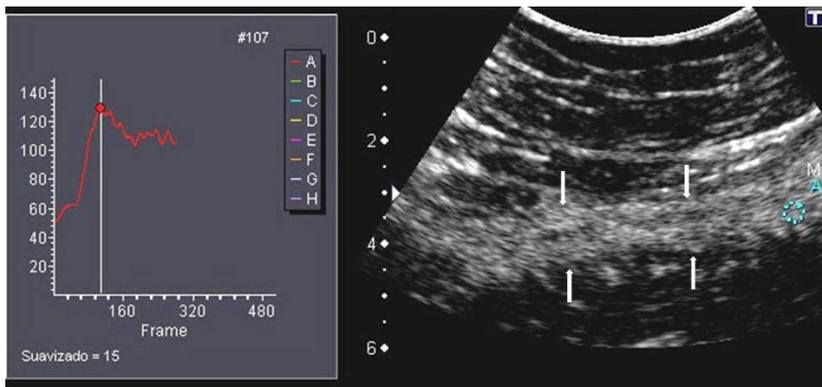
Ecografía con contraste iv. en segmento de colon descendente de paciente con EC. Se aprecia aumento de la señal tras el realce en la pared (entre flechas) y se muestra la posición del ROI (A) en el espesor de la pared. En la curva tiempo-intensidad queda representado la variación del brillo o intensidad de la región seleccionada (porción horizontal del eje) a lo largo del tiempo (porción vertical del eje). Se señala el pico de máximo de realce alcanzado (punto rojo).
